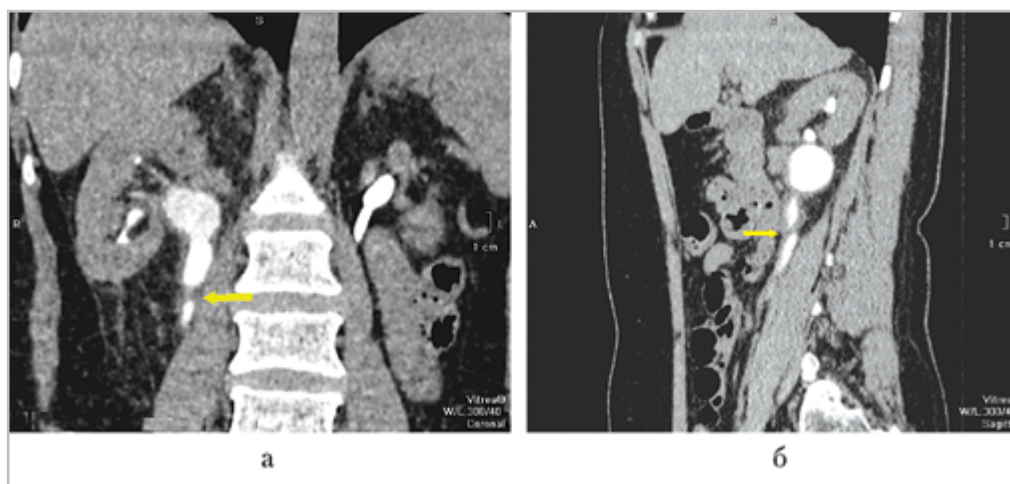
Компьютерные томограммы забрюшинного пространства, состояние после КЛТ камня верхней трети мочеточника, выделительная фаза: *а* — коронарная проекция; в верхней трети мочеточника рубцовое сужение просвета (*стрелка*), проксимальные отделы мочеточника, полостная система почки расширены; *б* — сагиттальная проекция; линейный дефект наполнения в верхней трети мочеточника (*стрелка*)
